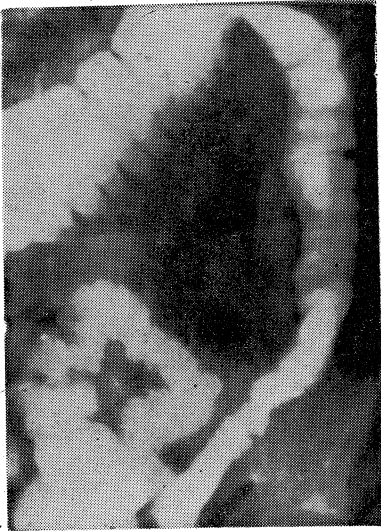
46 yaşında bir erkek hastanın iki yıldan beri devam eden rektal kanama şikayeti vardı. Anal muayenede internal hemorroid olduğu görüldü. Baryumlu kolon grafisi: transvers kolonda polip şüphesi olduğunu gösterdi. Kolonoskopi normal değerlendirildi.
